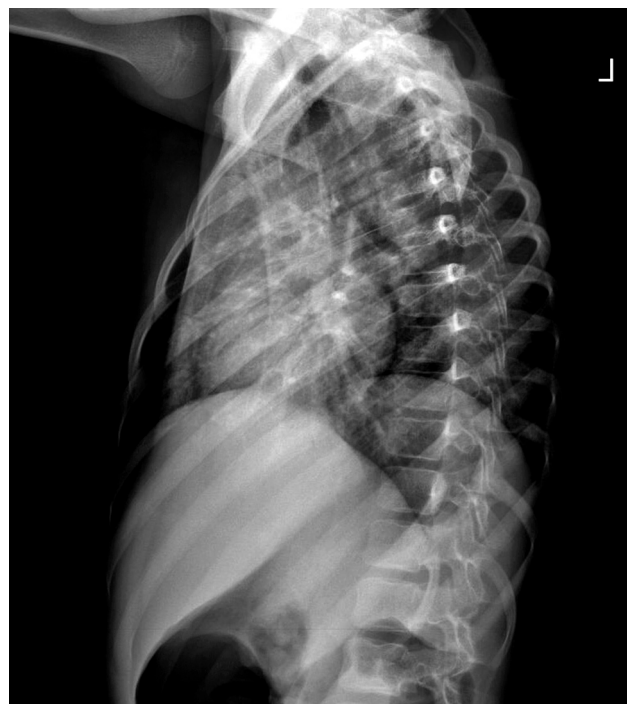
F2 zlomenina libovolného počtu obratlů s alespoň jedním obrátem 5°–10° potvrzená na MRI.
